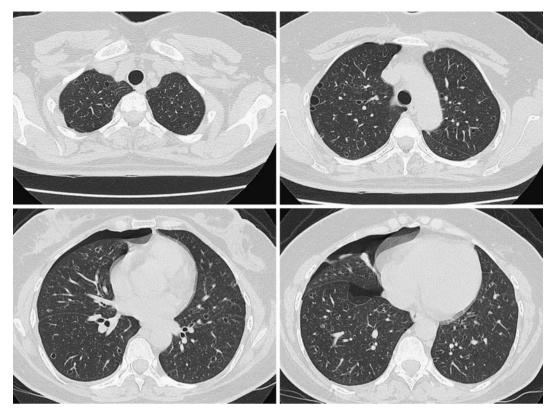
Chest CT scan on the initial visit. Pneumothorax was shown in the right lung and many cystic lesions in bilateral lung fields.
